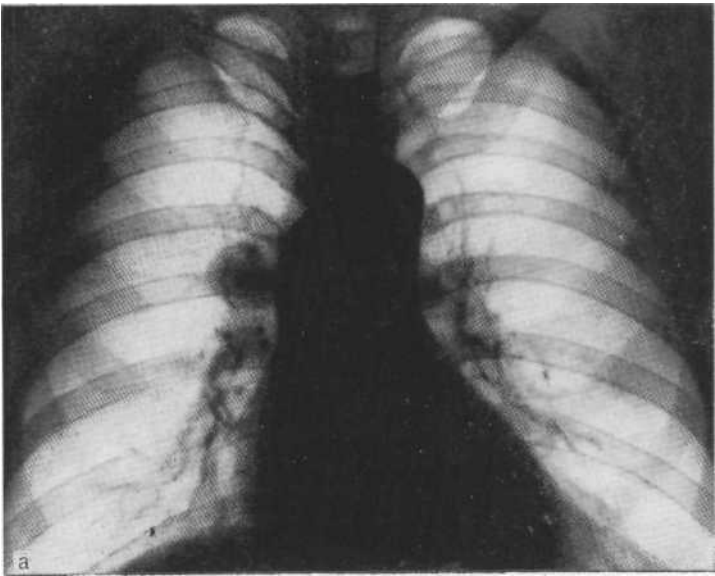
Рентгенограмма в прямой проекции (а) и томограмма (б). Добр
